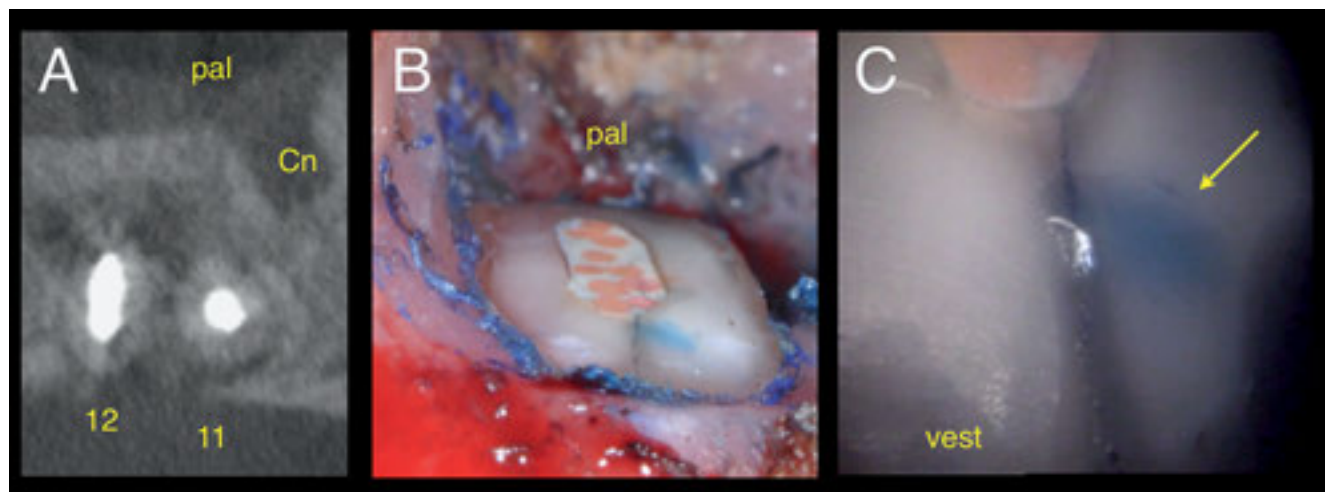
Dans le cadre de la planification d'une chirurgie périapicale, les dents 12 et 11 ont été examinées par cone-beam-CT. Il n'y avait pas de trait de fracture (*crack*) évident visible dans l'aspect vestibulaire de la dent 12 (plan horizontal, A). En intra-opératoire sans aide visuelle (B) après résection apicale et par endoscopie (C) après coloration préalable par du bleu méthylène, un trait de fracture (*incomplete crack*) peut être diagnostiqué dans la paroi de dentine vestibulaire. Palatinal (pal), vestibulaire (vest), Canalis nasopalatinus (Cn), *leakage* (flèche).
